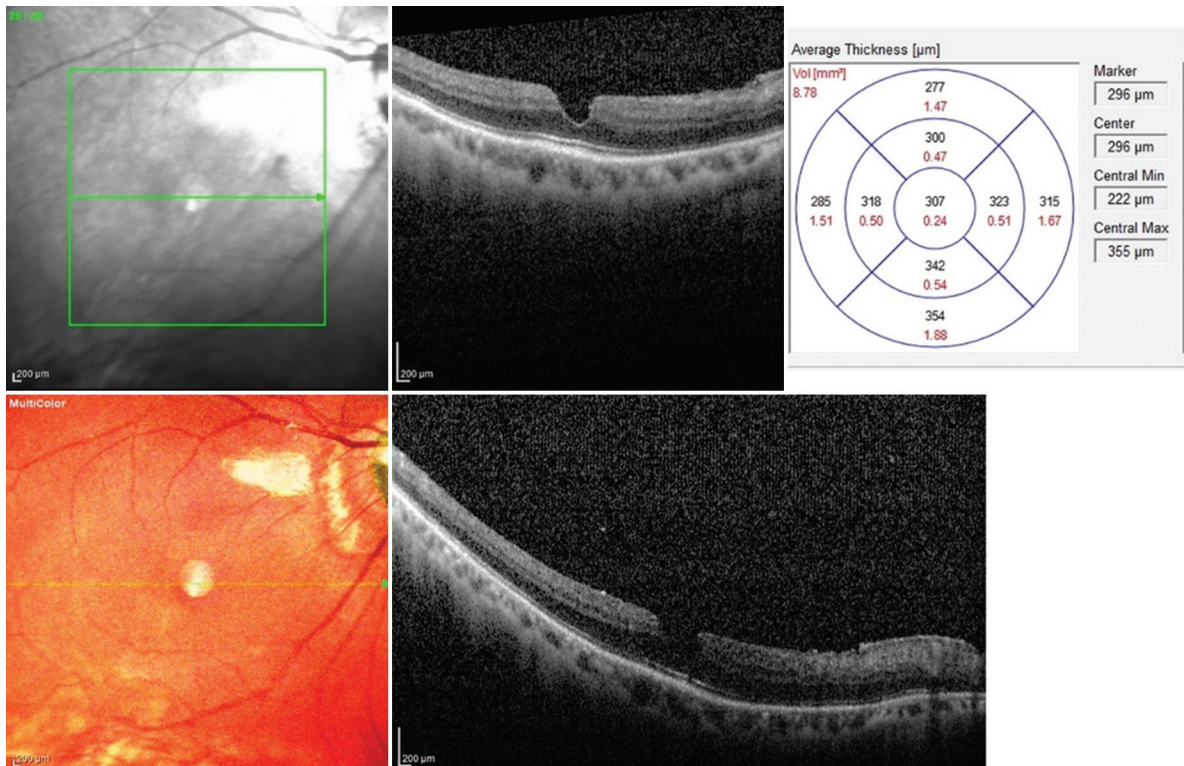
Imagen superior izquierda: tomografía de coherencia óptica de mácula a los 6 meses de la intervención quirúrgica. Se observa un grosor macular central de 307 μm. Imagen multicolor inferior: retina aplicada.
